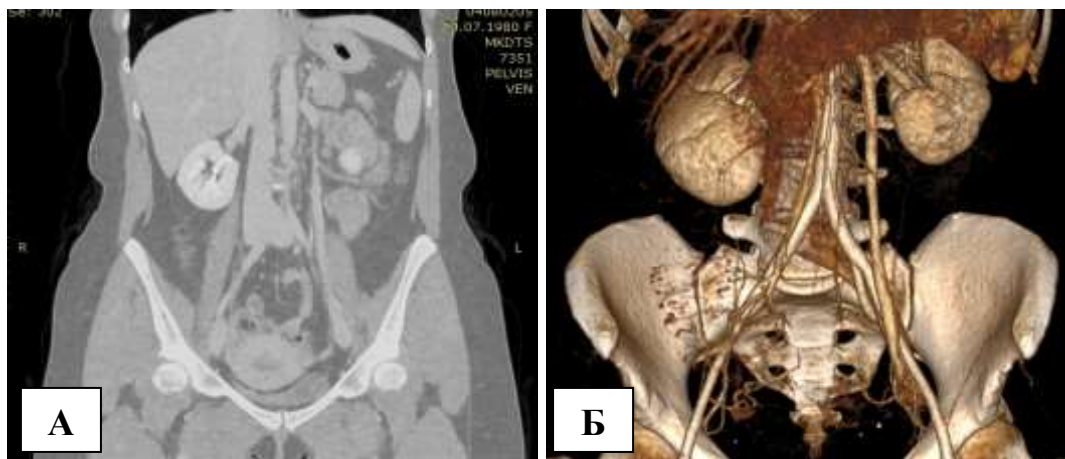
Компьютерная томограмма пациентки с функционирующим овариико-илиакальным шунтом через 9 лет после операции.
